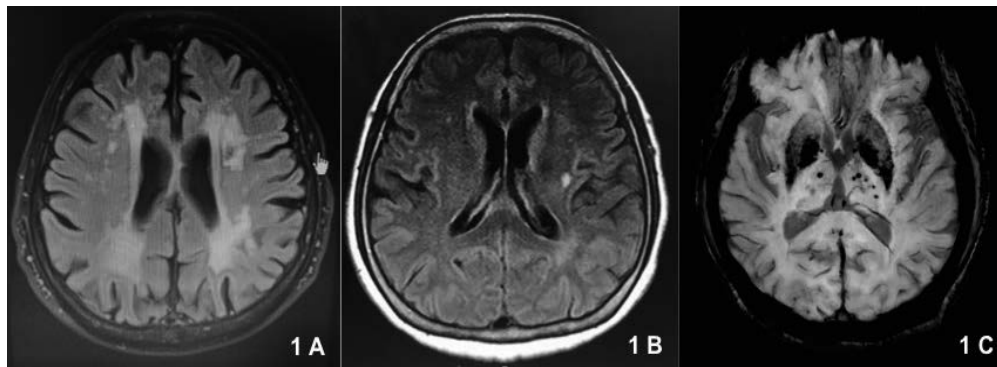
MRI findings of cerebral small vessel disease
